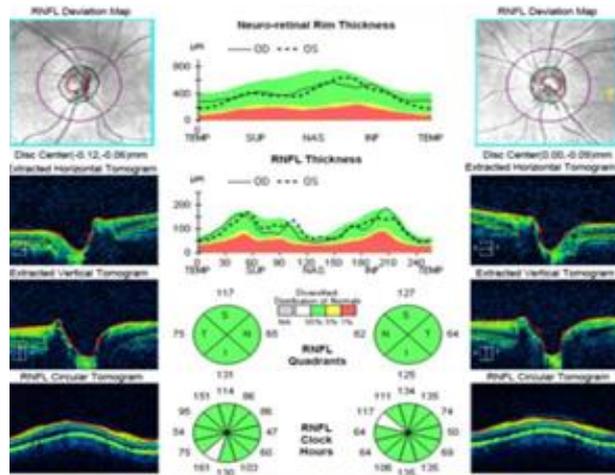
Tomografía de coherencia óptica nervio óptico.
